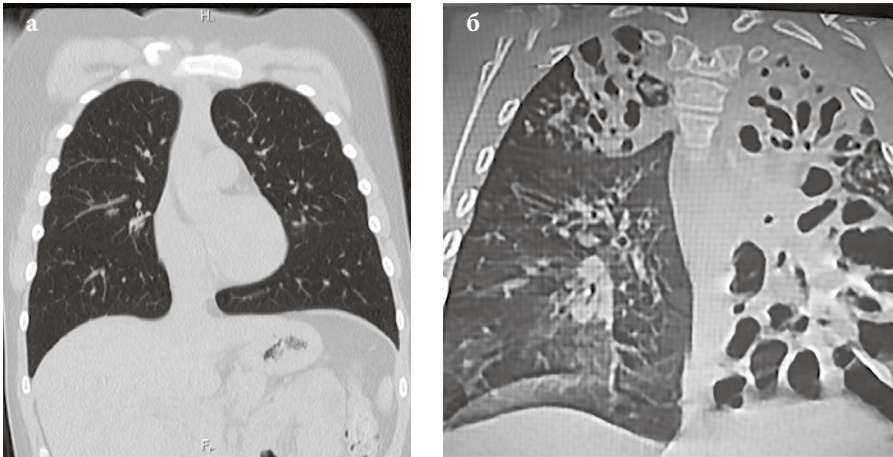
Компьютерная томограмма органов грудной клетки: а — вариант нормы; б — при тяжелом течении муковисцидоза*
